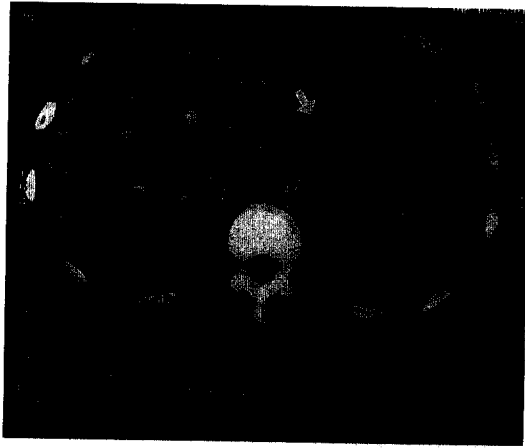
Contrast enhanced abdominal CT scan shows thin walled, $3.5 \times 2\text{cm}$ sized cystic lesion along pancreas at lesser sac (arrow) and mild thickening of surrounding gastric wall at high body.
